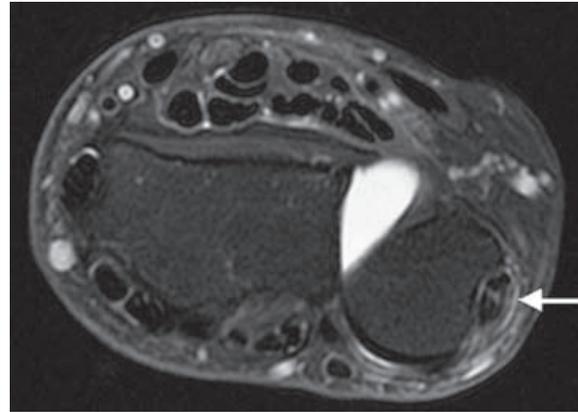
IRM coupe axiale T2 suppression de graisse. Tendinopathie du tendon extenseur ulnaire du carpe qui reste bien centré dans sa gouttière mais qui est hétérogène avec ébauche de fissuration intra-tendineuse (flèche). Noter par ailleurs la subluxation dorsale de la tête de l'ulna et l'épanchement dans l'articulation radio-ulnaire distale.
